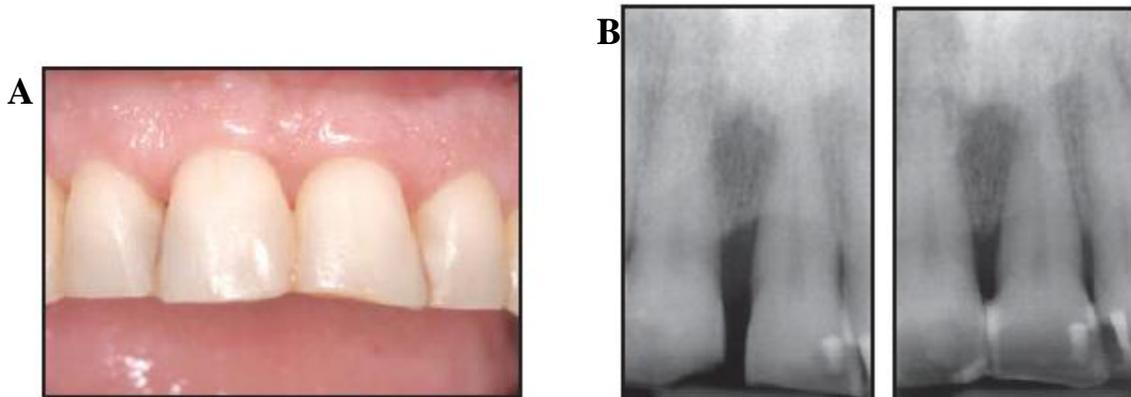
A: Paciente a seis meses de finalizado el tratamiento ortodóncico. B: Comparación de radiografía inicial y final con resolución del defecto infraóseo.
